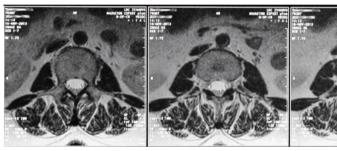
МРТ поясничного отдела позвоночника (через четыре месяца после операции)
